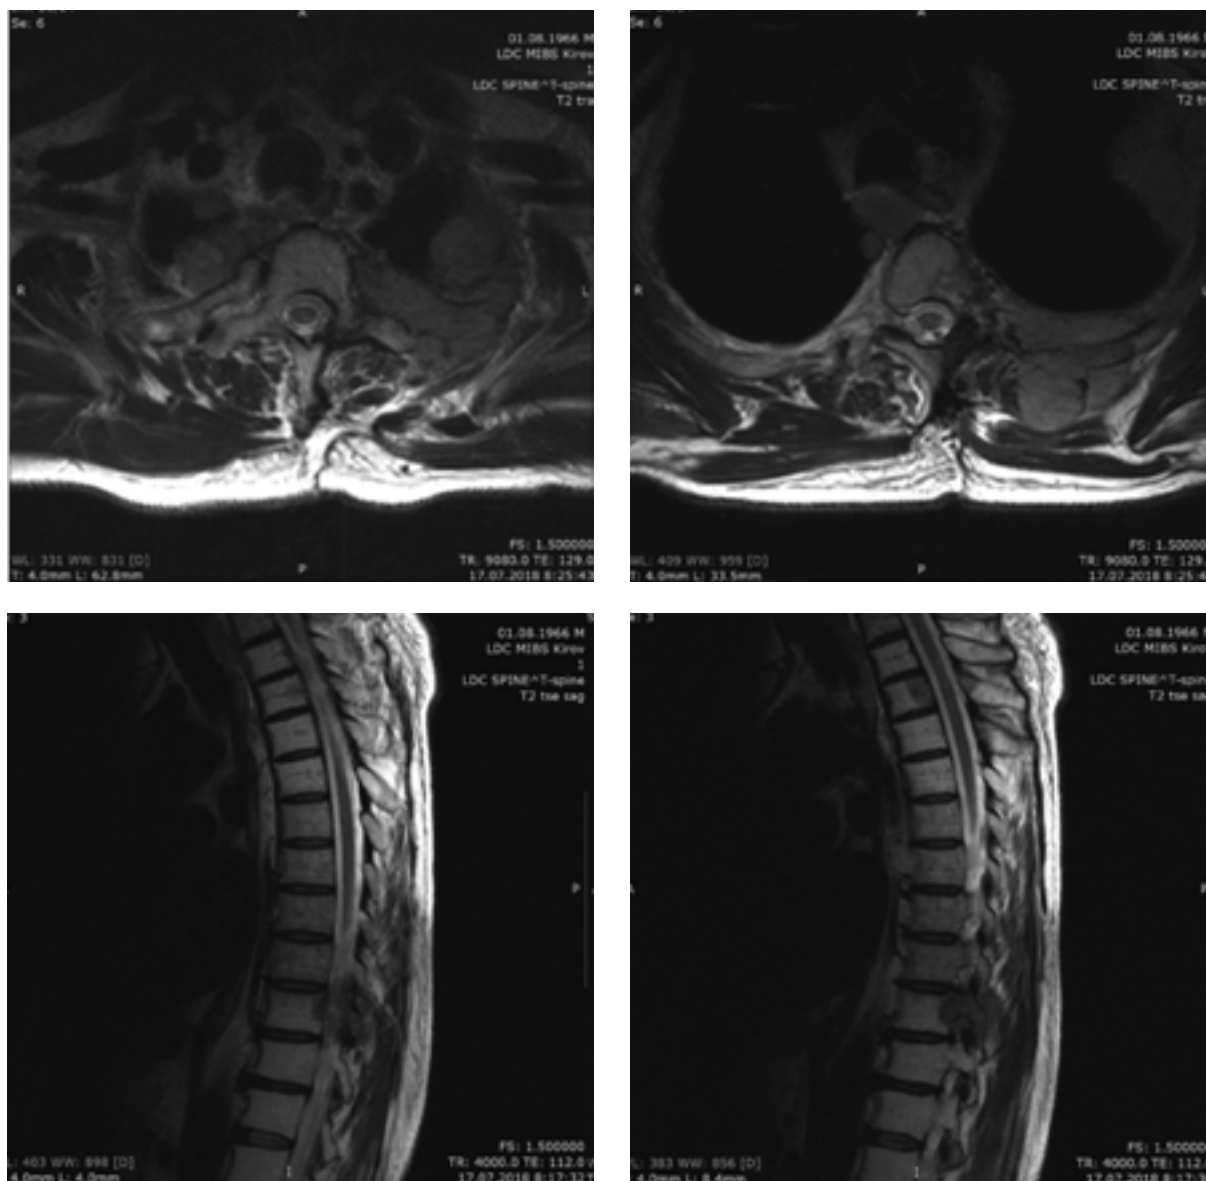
Рисунок – МРТ грудного отдела позвоночника: спинальный стеноз на уровне Th3 за счет объемного образования Th3 позвонка слева с инвазией 3-го левого ребра.
